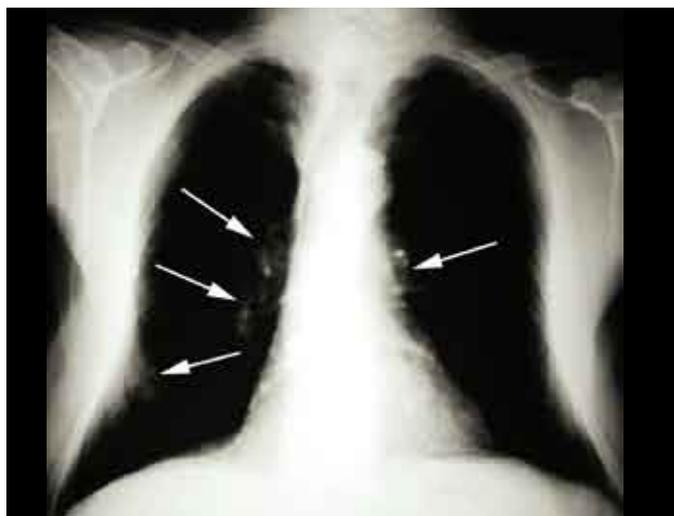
Radiografía PA de tórax de un paciente con ABPA: infiltrado y bronquiectasias centrales.
